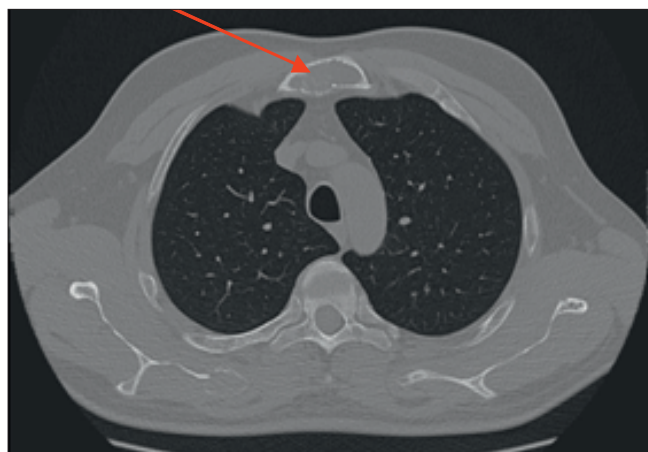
КТ органов грудной клетки. Выявлено поражение грудины
